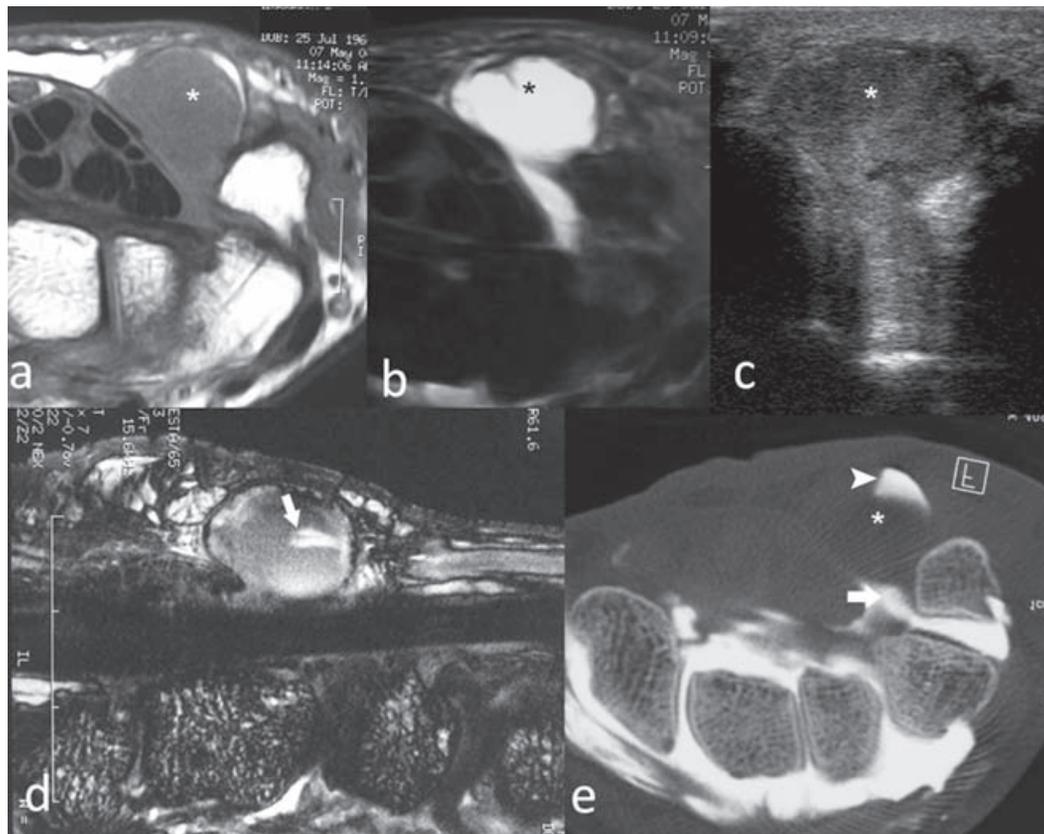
Kyste hémorragique hyperéchogène en échographie (aspect pseudo-tumoral) :
